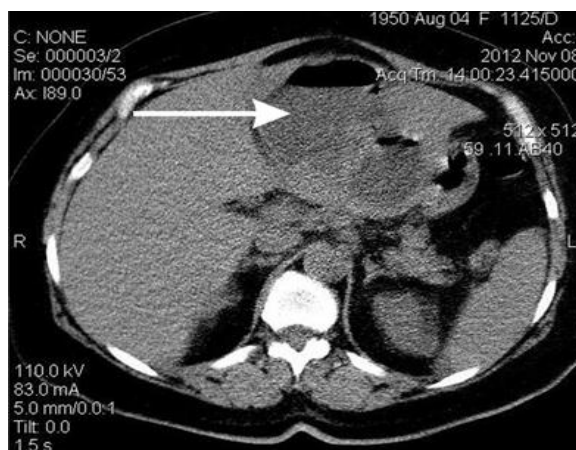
Абсцес печінки (стрілка) на КТ органів черевної порожнини у хворій Р.
